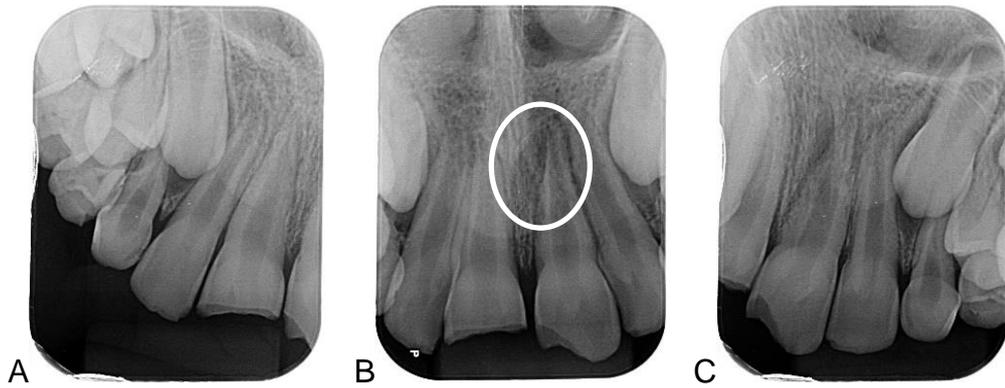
A. Radiografia periapical direita. B. Radiografia periapical anterior (rarefação óssea). C. Radiografia periapical esquerda. Fonte: Elaborado pelo autor.
